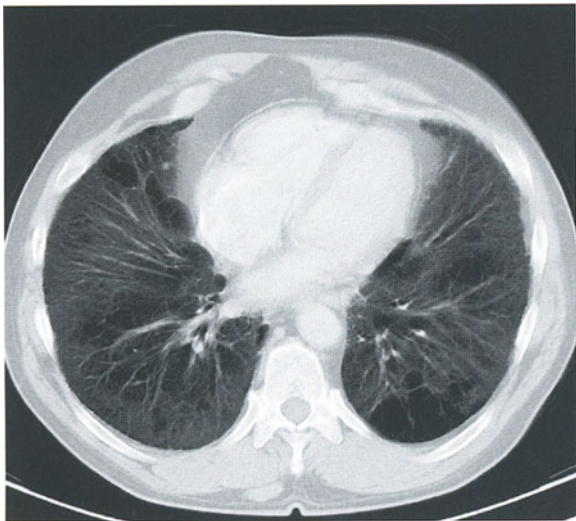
Thorax-CT eines Patienten mit führender pulmonaler Hypertonie und Verdacht auf eine „non specific interstitial pneumonitis“ (NSIP) bei Mischkollagenose
